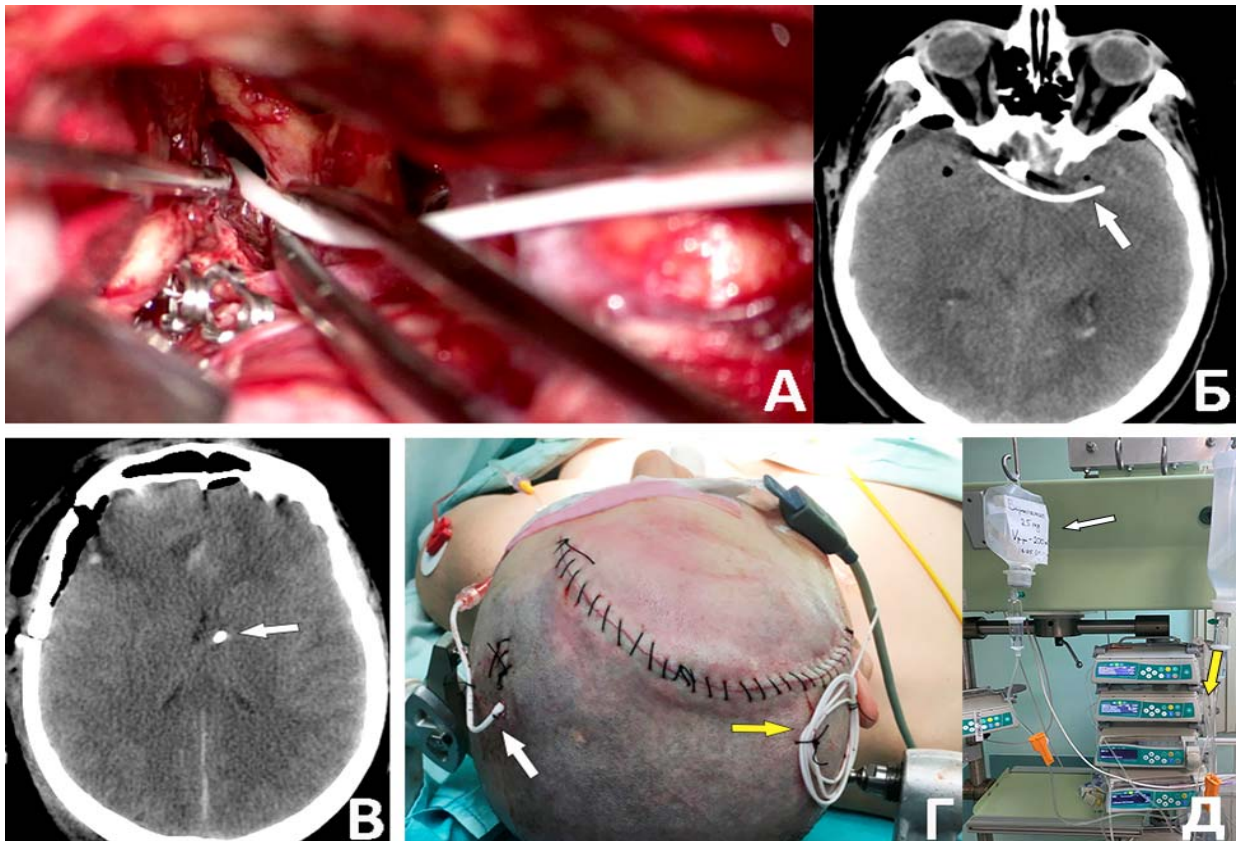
Этапы установки цистернального катетера для проведения пролонгированной интрацистеральной инфузии
